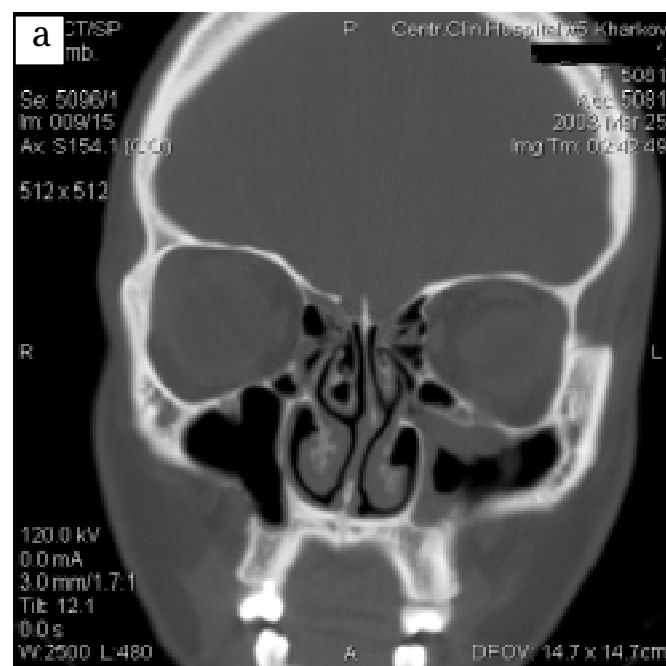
Комп'ютерні томограми порожнини носа і параназальних синусів у коронарній проекції пацієнтки Д., 22 роки: а — СКТ-дослідження в період клінічних проявів верхньощелепного синуситу; б — повторне, через 4 місяці
